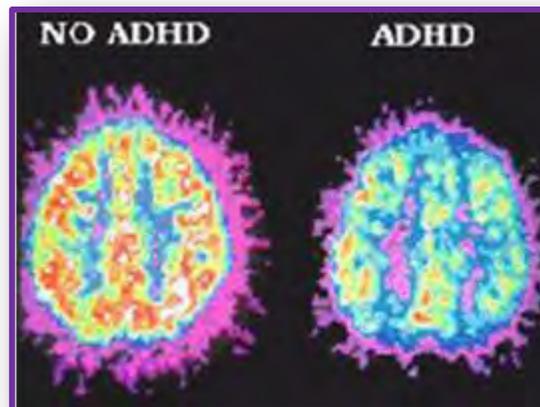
Imagen PET de diferencia en actividad mental en tareas de atención. Paciente con y sin TDAH.
